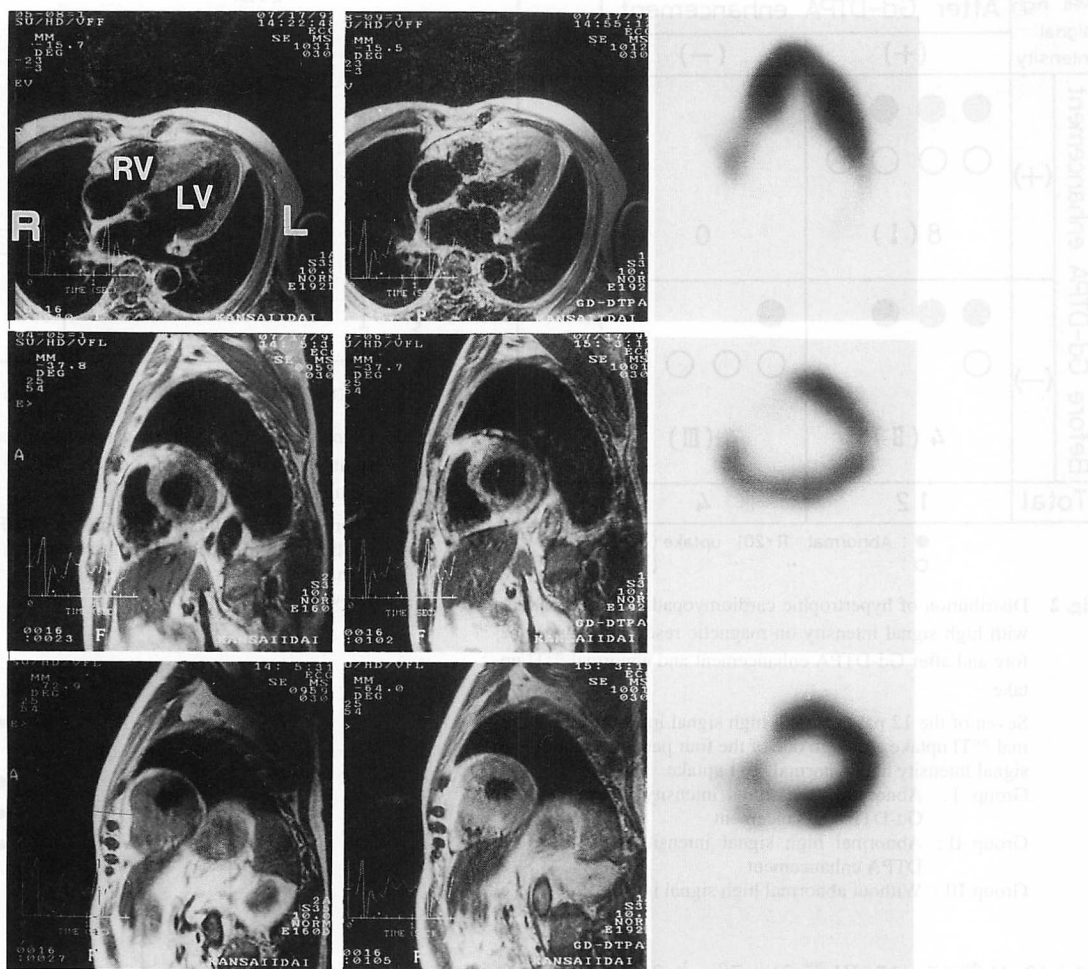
Four-chamber long-axis view (*upper row*), basal short-axis view (*middle row*) and apical short-axis view (*lower row*) of T1-weighted magnetic resonance images (*left column*), Gd-DTPA enhanced magnetic resonance images (*middle column*) and ^{201}Tl SPECT myocardial scintigrams (*right column*)
